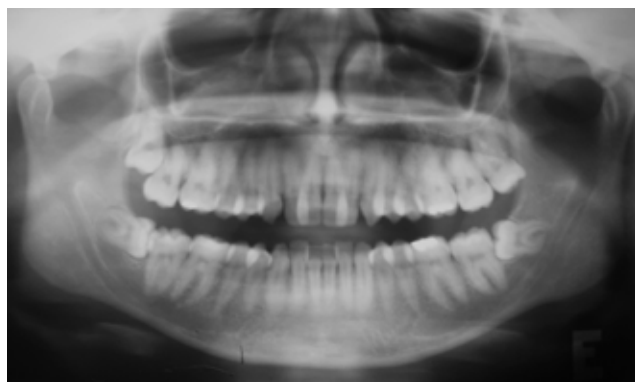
Radiografia panorâmica de um paciente com diagnóstico de HPC
